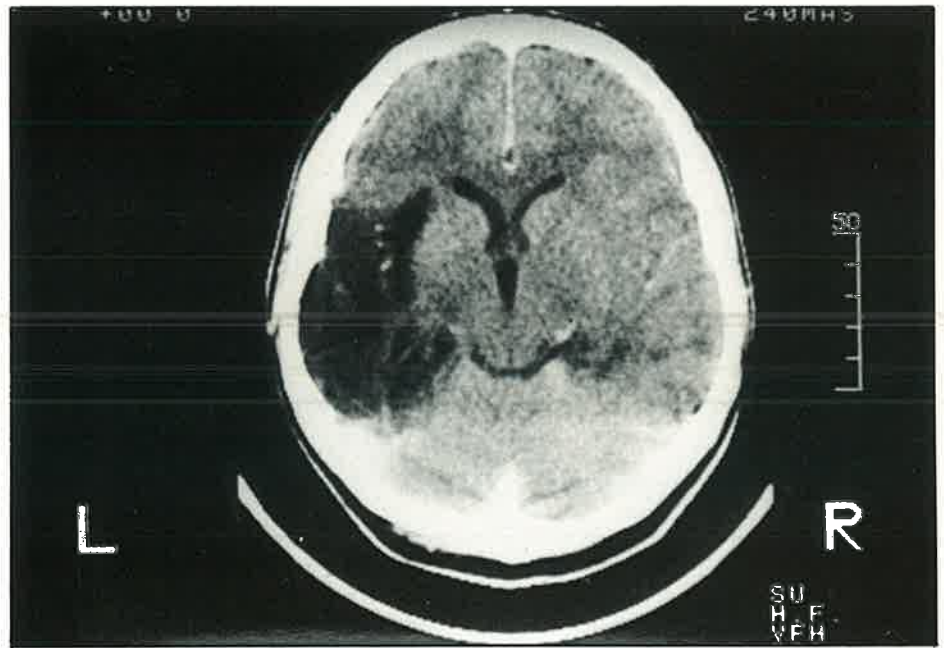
CT scan of patient 2. Image of massive necrosis of medial and lateral portions of left temporal lobe. Mild localized atrophic image on the region of parahippocampic gyrus on the right hemisphere.
